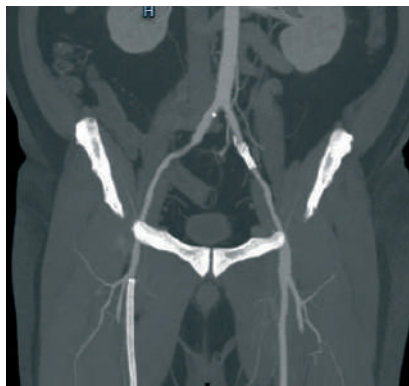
Послеоперационная КТ-ангиография: подвздошно-бедренный сегмент без гемодинамически значимых изменений
